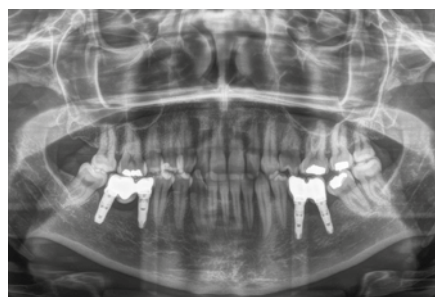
Radiografia um ano após a colocação da prótese definitiva.
